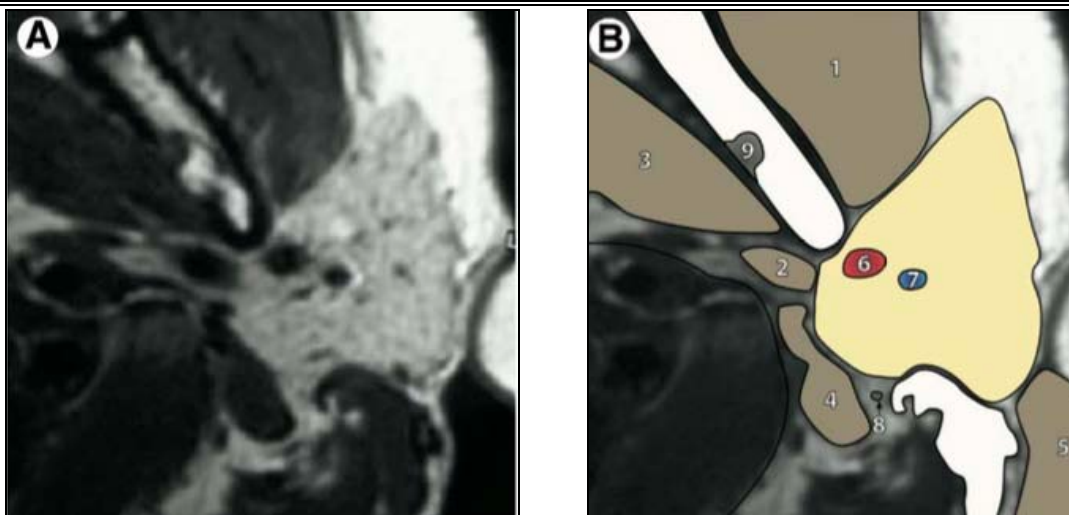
(A) IRM axiale de la parotide gauche en séquence pondérée T1.
